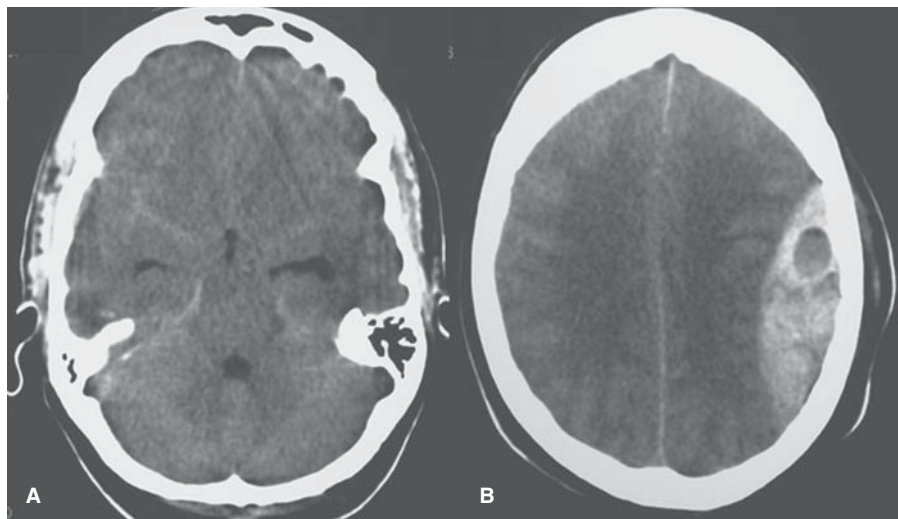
Hemorragia subaracnoidea y hematoma epidural. Tomografía computarizada. A) Aumento de densidad del espacio subaracnoideo en cisuras de Silvio y cisternas perimesencefálicas por hemorragia subaracnoidea. B) Hematoma epidural: colección extraaxial de alta densidad en forma de "lente" localizada en la región frontoparietal izquierda.
